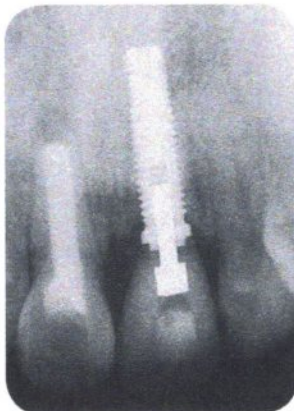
Röntgenbefund sieben und 28 Monate postoperativ, der die Stabilität der Implantat-Knochen-Beziehung bestätigt.
